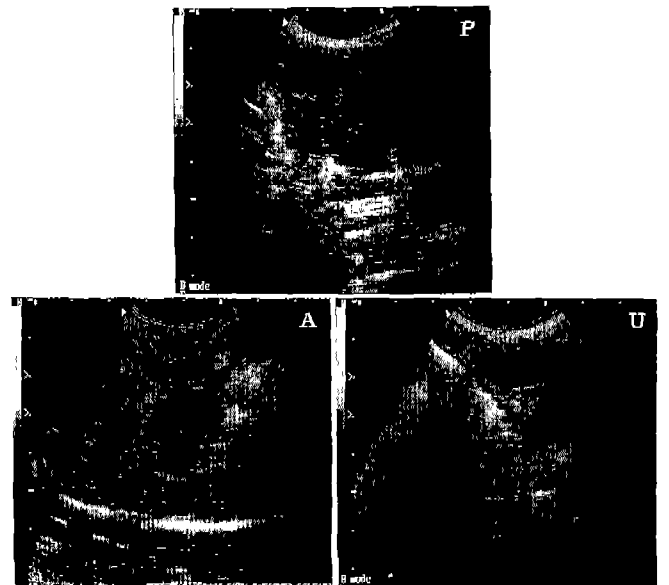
Ultrasonograms of acute pancreatitis induced group. Each scans were performed at transverse view (T). P: 4 days after acute pancreatitis induction. A: 4 days after aprotinin treatment. U: 4 days after UTI treatment. D: duodenum. pa: pancreas.
